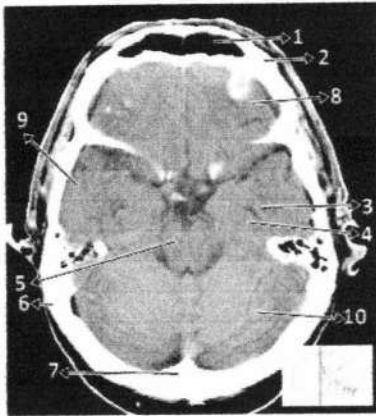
Anatomi Otak Irisan *cross sectional* 3 pada CT (Moeller, 2007)
